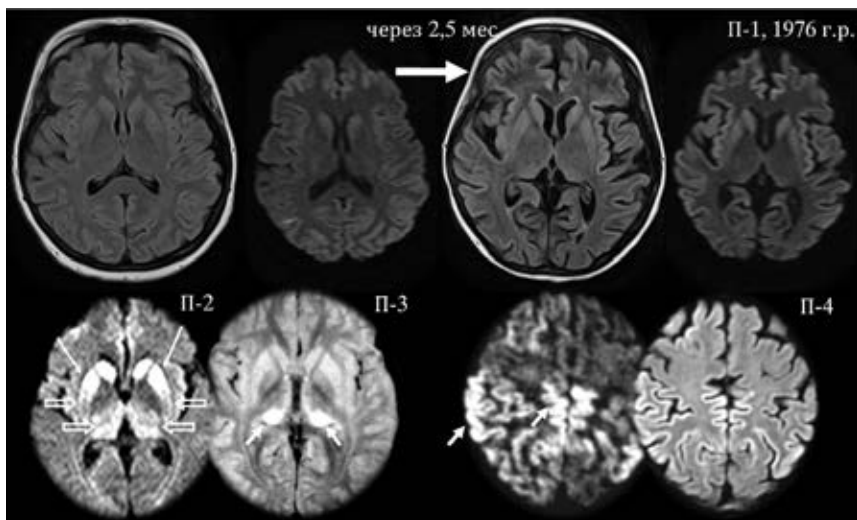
Пример прогрессирования БКЯ у молодой пациентки (П-1); у всех четырех пациентов определяется характерное повышение интенсивности МР-сигнала в режимах ДВИ и FLAIR от неокортекса, стриатума и таламуса. Существует несколько форм БКЯ, проявляющихся в форме спонгиозной энцефалопатии. Самый частый вариант — спорадический вариант БКЯ — быстро прогрессирующая деменция, атаксия, миоклонус. Помимо характерных МРТ-признаков, отмечаются типичные изменения по ЭЭГ, белок в ликворе. Гибель — в среднем в течение 12 мес.
